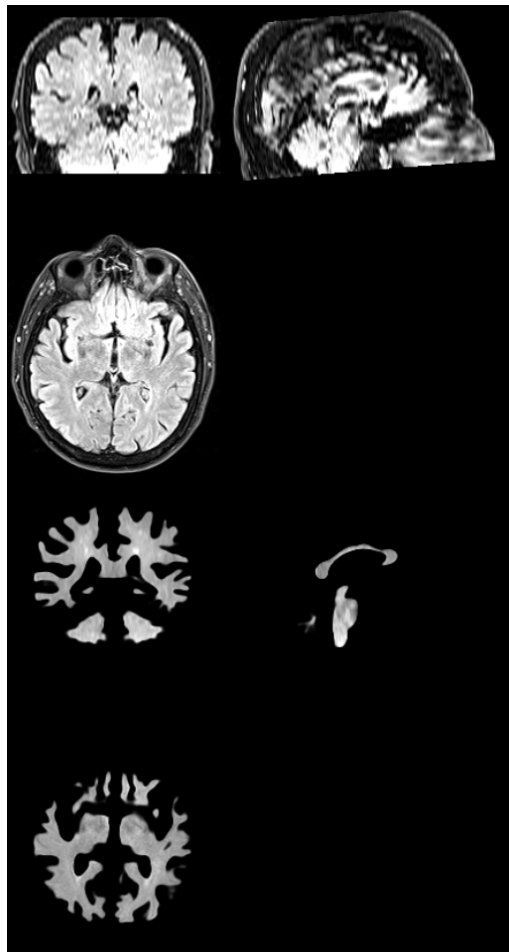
Imágenes Antes FLAIR(izq), después SB-FLAIR(der).
